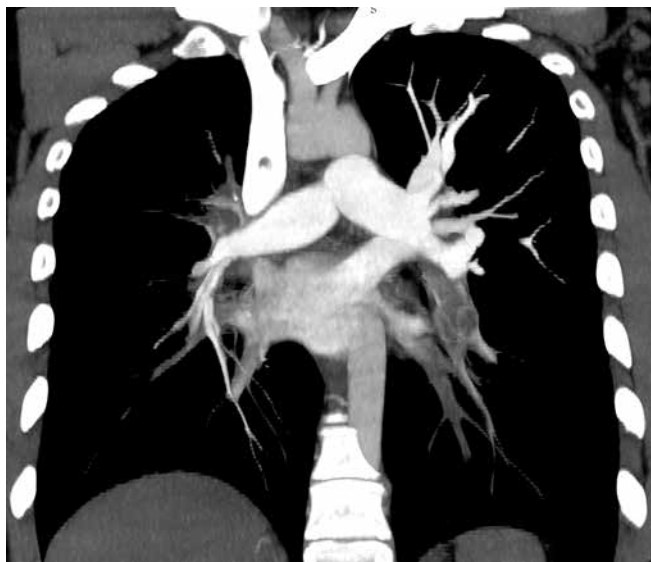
Мультиспиральная компьютерно-томографическая ангиопульмонография пациента З. (повторная)
